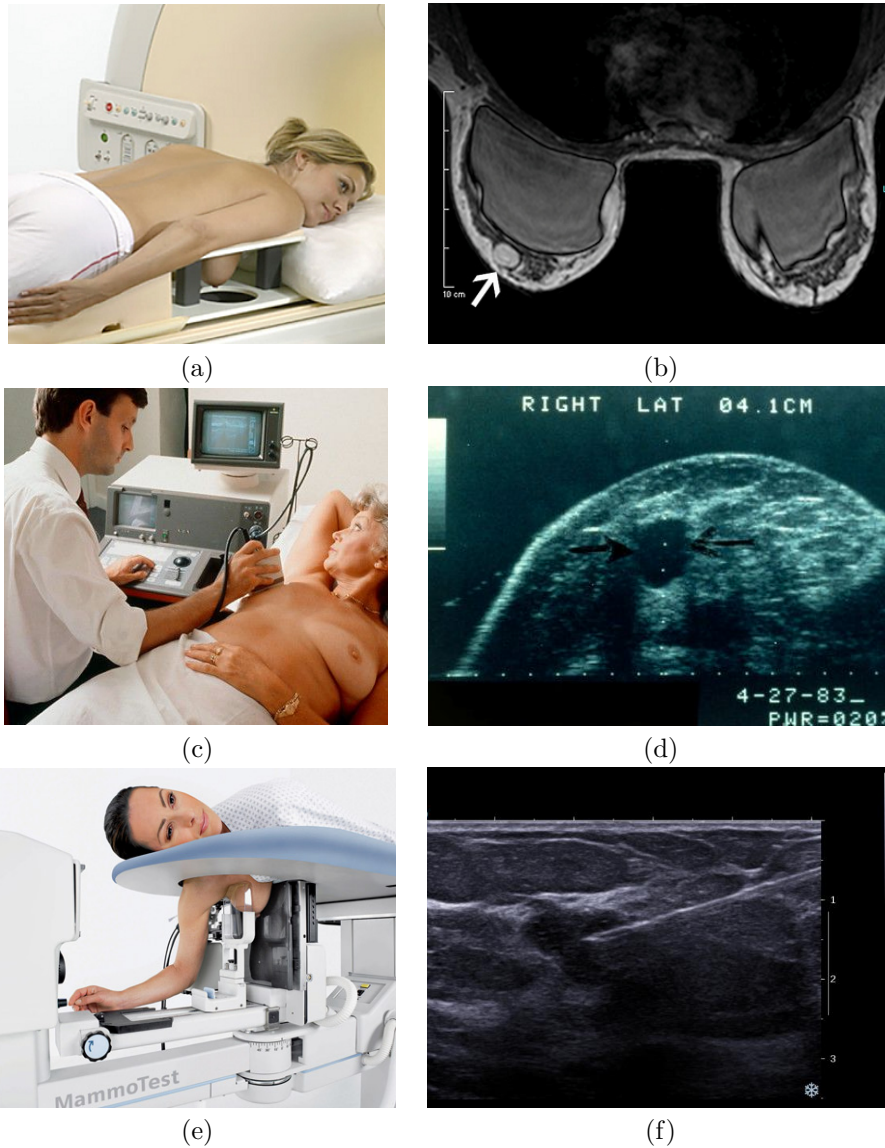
Técnicas radiológicas de diagnóstico mamario. Resonancia magnética: (a) dispositivo, (b) imagen tomográfica con contraste (la flecha indica la presencia de un tumor). Ecografía: (c) inspección y (d) imagen en la que se muestra la presencia de un quiste benigno (Fuente: Science Photo Library). Biopsia mamaria: (e) Mesa de SIEMENS para la realización de biopsias y (d) imagen de biopsia guiada por ultrasonidos. Obsérvense las diferencias en la posición de las pacientes en las distintas técnicas.
